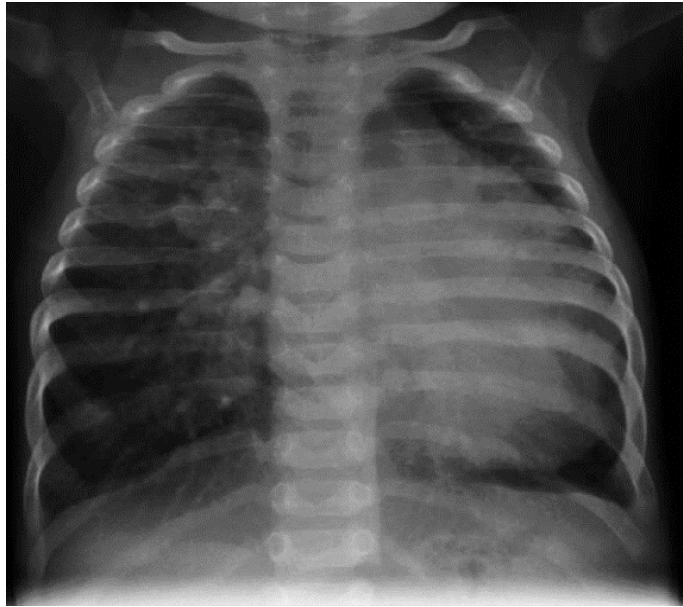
Radiographie thoracique de face d'un nourrisson atteint d'une large communication interventriculaire
